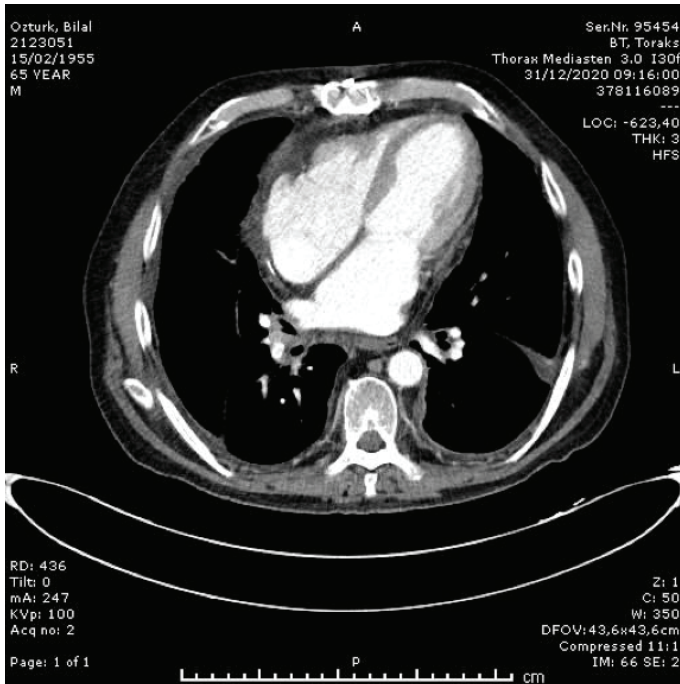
Preoperatif Toraks BT: her 3 düzlemde perikardtta ciddi kalsifikasyonlar izlenmekte
